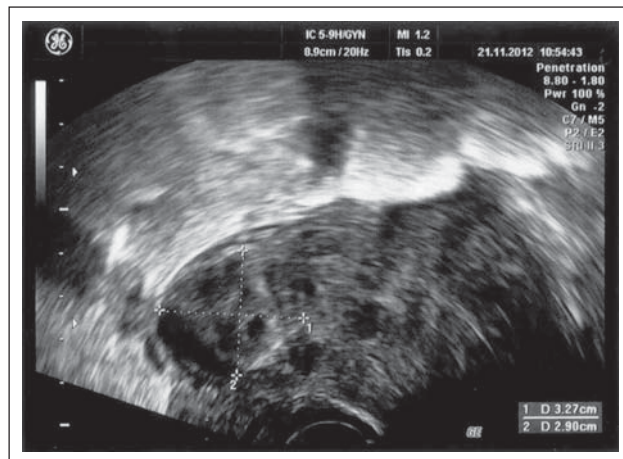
Vaginosonographie quer: 33 x 29 mm großes, subseröses Myom im Bereich der Isthmushinterwand.
